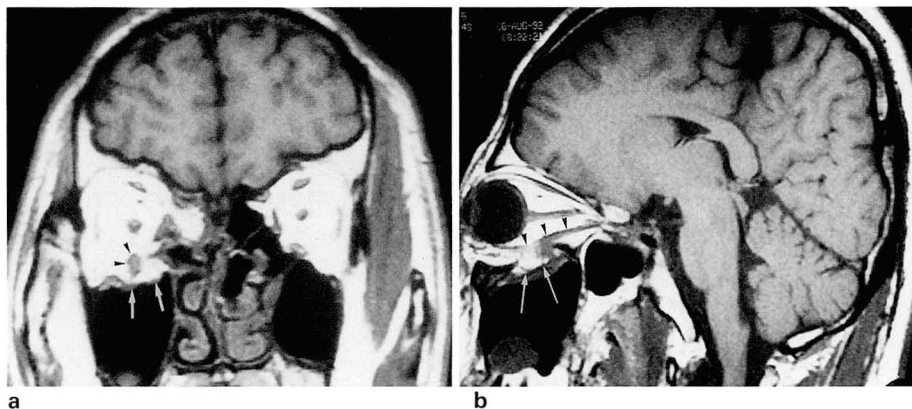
44-year-old man with blowout fracture of orbital floor; the state of extraocular muscle is well visualized on oblique sagittal MR images.
